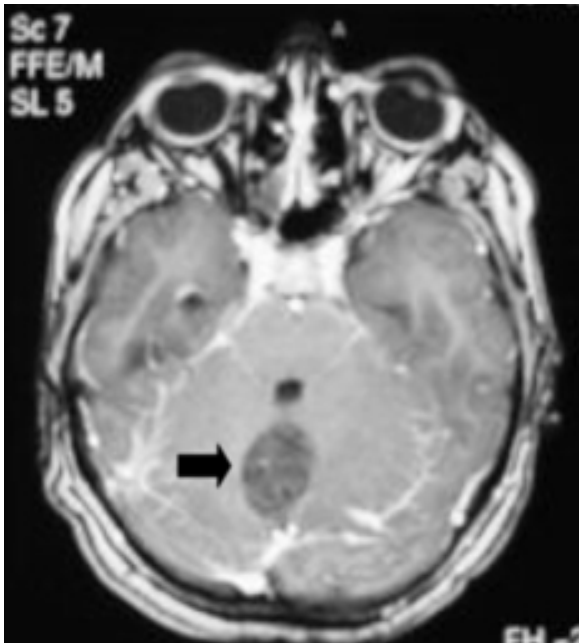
IRM de cráneo que muestra una lesión vermiana
